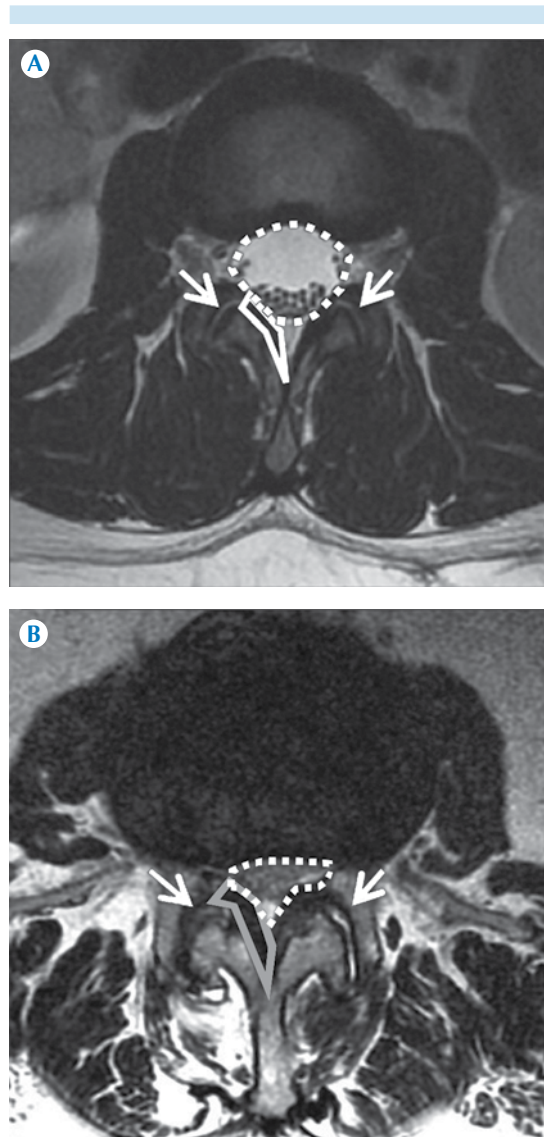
A) Resonancia en el plano axial, ponderada en T2: articulaciones facetarias (flechas), ligamentos amarillos (líneas continuas) y canal espinal (líneas punteadas) normales B) Articulaciones facetarias (flechas), ligamentos amarillos (líneas continuas) y canal espinal estrecho (líneas punteadas) anormales por cambios degenerativos que están provocando canal espinal estrecho parcial central y multifactorial.
